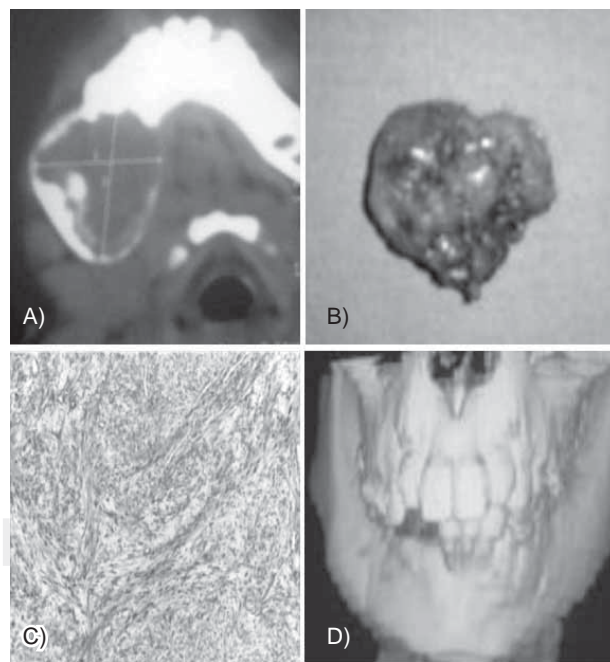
A) Tomografía, expansión del cuerpo mandibular por lesión unilocular de 4x 3 cm de diámetro, B) Pieza quirúrgica de forma semiovoide irregular que mide 3 x 2 x 5 cm, C) Tinción tricrómica de Masson, áreas fasciculares y mixoides, D) Densidad y calidad de tejido óseo.
